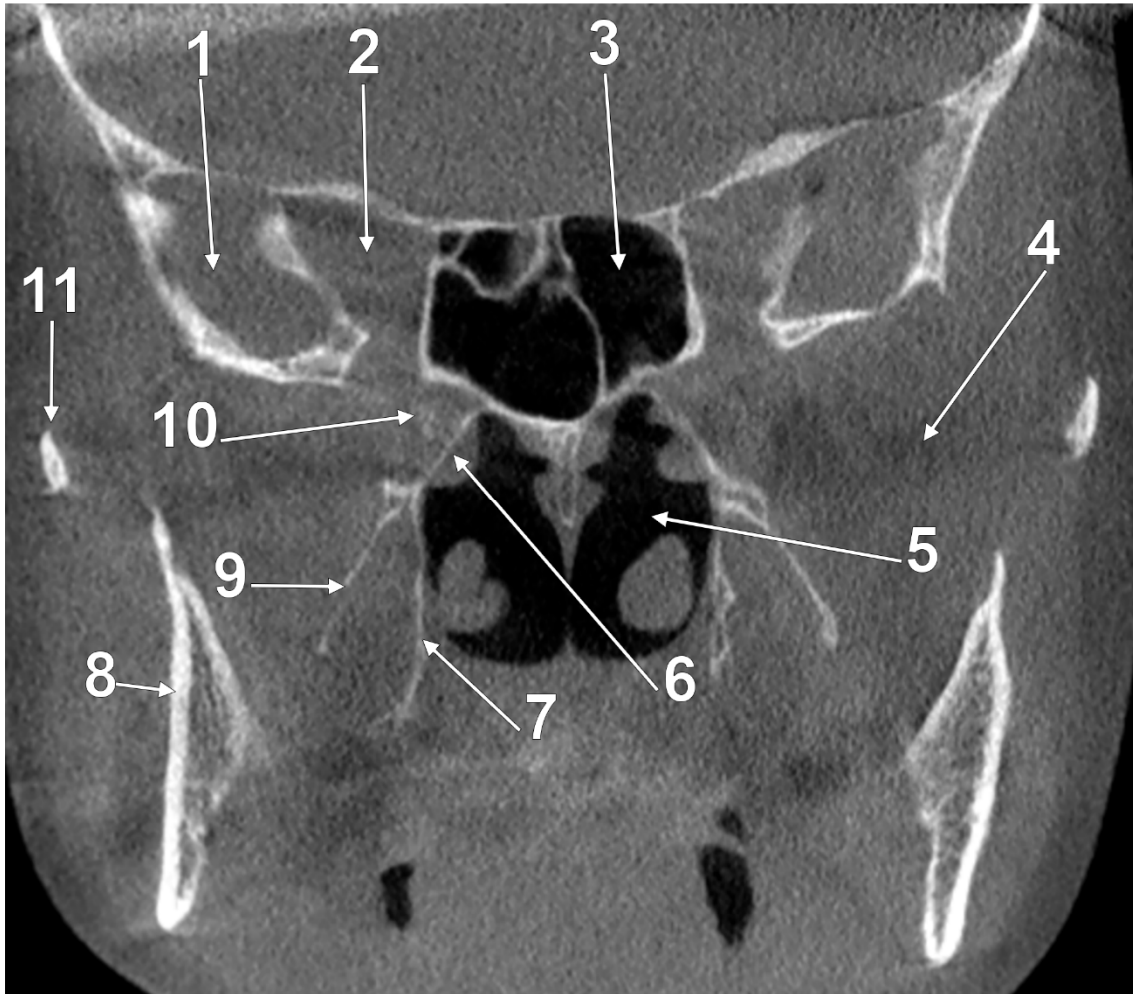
Secțiune CBCT coronală prin fosele pterigopalatine și apexurile orbitale. 1.fosa craniană medie; 2.apexul orbitei; 3.sinusul sfenoidal stâng; 4.fosa infratemporală; 5.fosa nazală; 6.lama perpendiculară a palatinului; 7.lama pterigoidiană medială; 8.ramura mandibulei; 9.lama pterigoidiană laterală; 10.fosa pterigopalatină; 11.arcada zigomatică.
